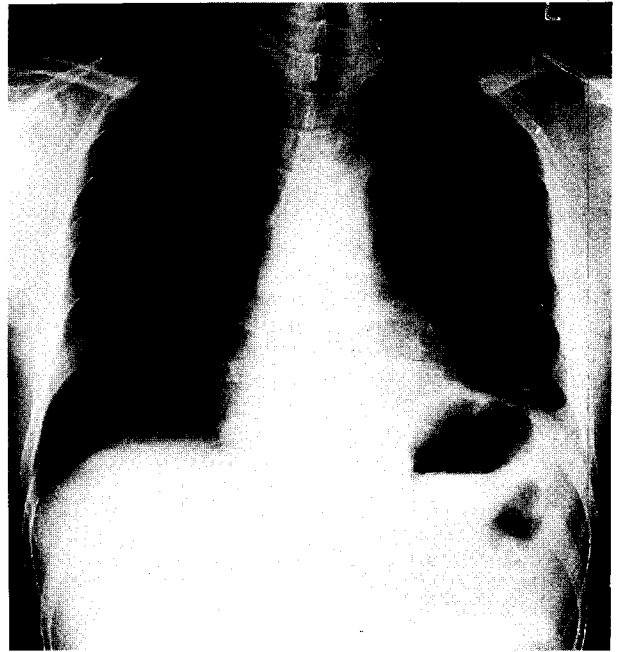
Chest x-ray checked 2 years after surgery. Right hemidiaphragm returned to normal position, however, left hemidiaphragm became more elevated.
